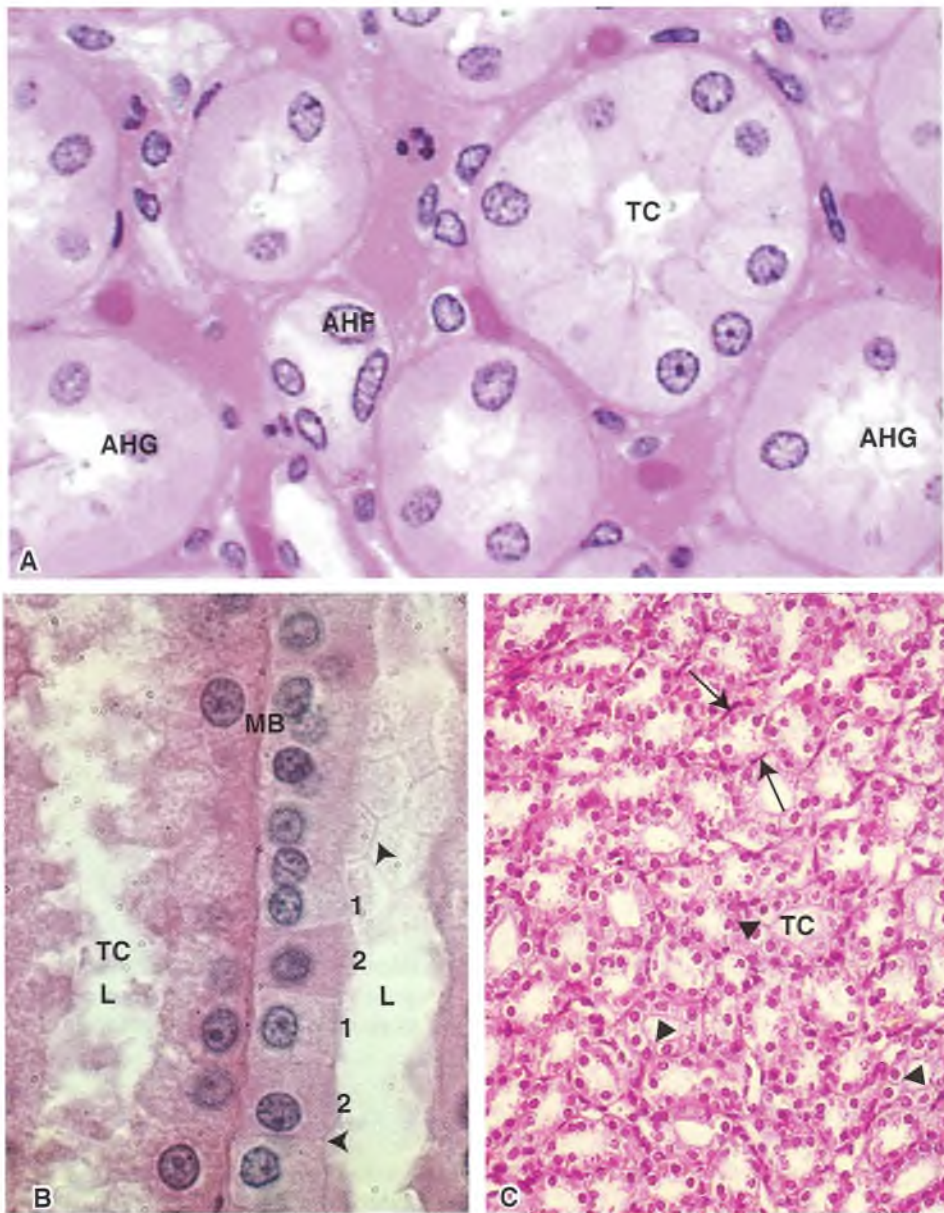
A. Túbulos colectores (TC) en corte transversal, asa de Henle fina (AHF) y asa gruesa (AHG); incl. plástico. HE 600×. B. Corte longitudinal de TC, se observan células principales (1) e intercalares (2), barras blancas, que corresponden a zonula occludens (cabezas de flecha); MB, membrana basal; L, luz. HE 600×. C. Corte transversal de TC, se observan muy bien los límites intercelulares (cabezas de flecha) y núcleos de células intersticiales de la papila (flechas); HE 400×.
